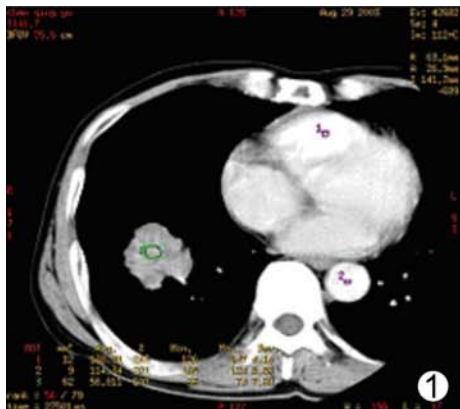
原始CT灌注图像上选择右心室作为灌注流入动脉,相应的降主动脉为引流静脉
